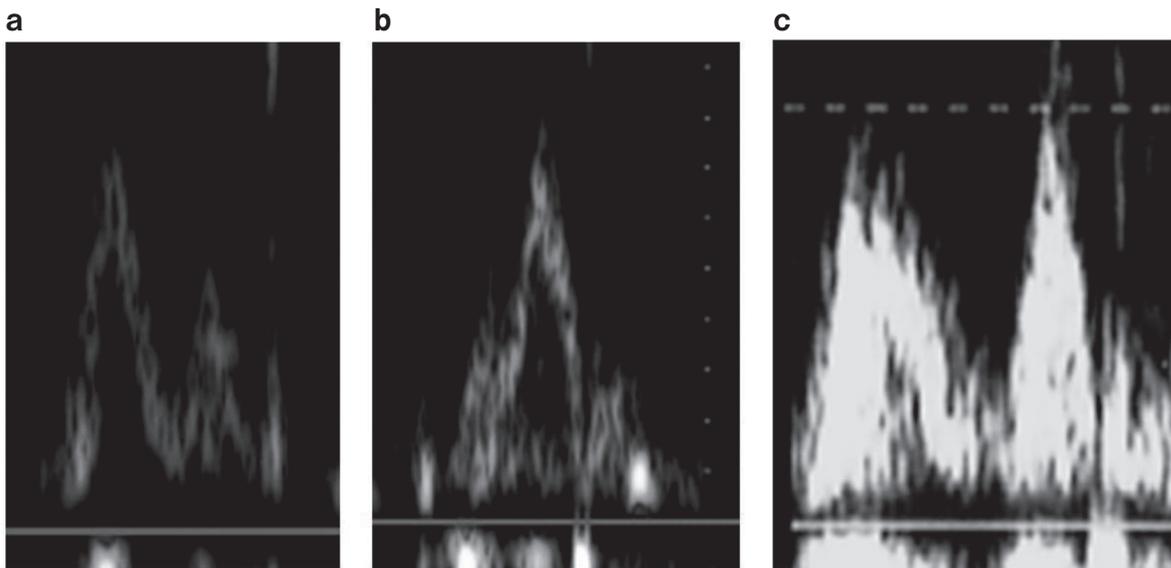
左室流入血ドプラエコー (すべて 75 mm/sec).
